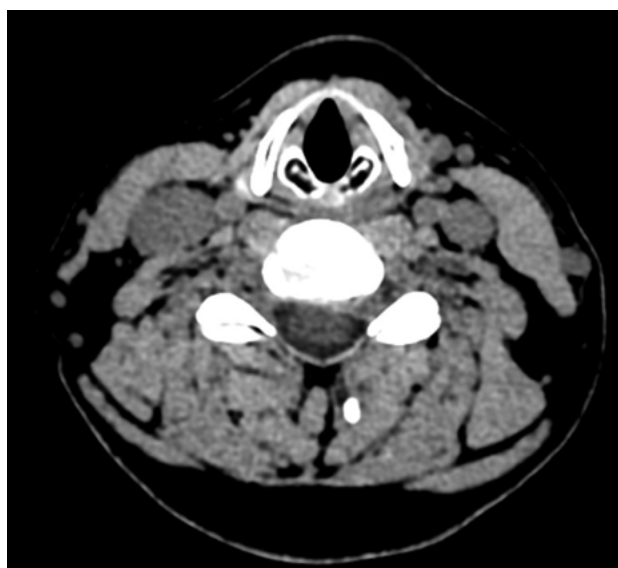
КТ шейного отдела позвоночника: грыжевое выпячивание соответствует по плотности хрящевой ткани и не имеет оссифицированных включений, выраженный остеофитоз отсутствует
